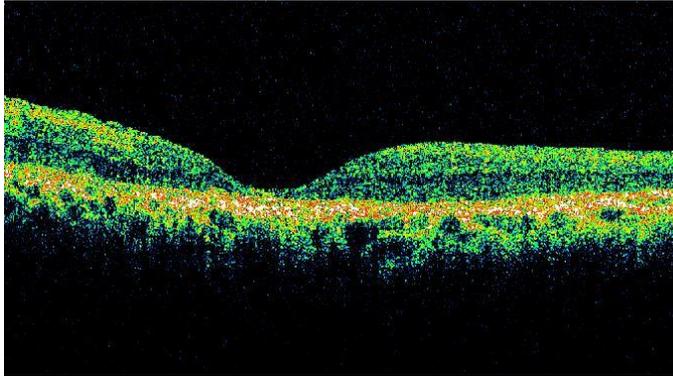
Tomografía óptica coherente del OD del paciente con RPAD familia 9, subgrupo 2. Se observa la marcada disminución del grosor macular central (atrofia), con dispersión del EPR y disminución de la capa de fibras nerviosas. (TCO Stratus 3000, NIDEK)
